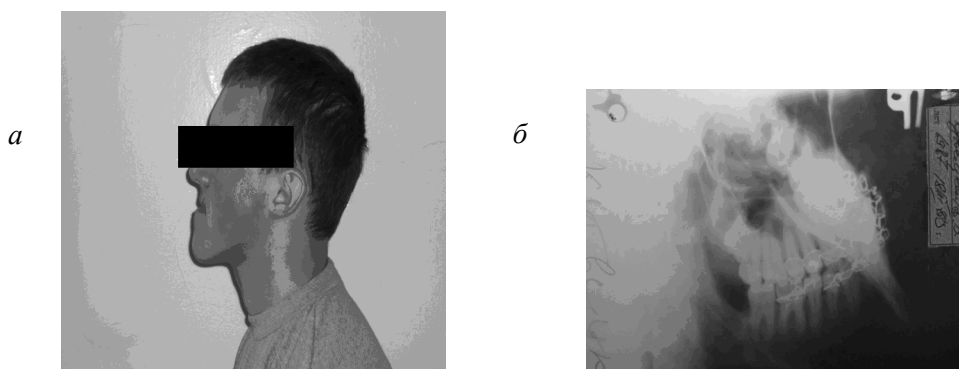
Больной К.: а – фото до лечения; б – рентгенограмма во время лечения
